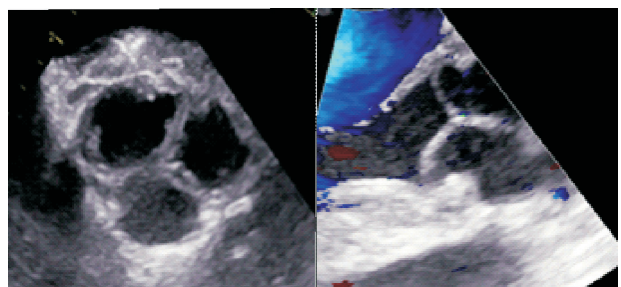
Ecocardiograma transesofágico: Coaptación valvar adecuada sin insuficiencia aórtica.
